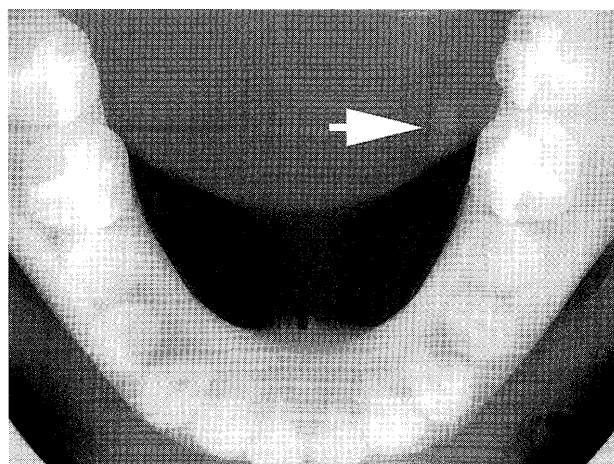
症例1の患者の術前咬合法X線写真。左側口底部に唾石様X線不透過像(矢印)を認めた。
